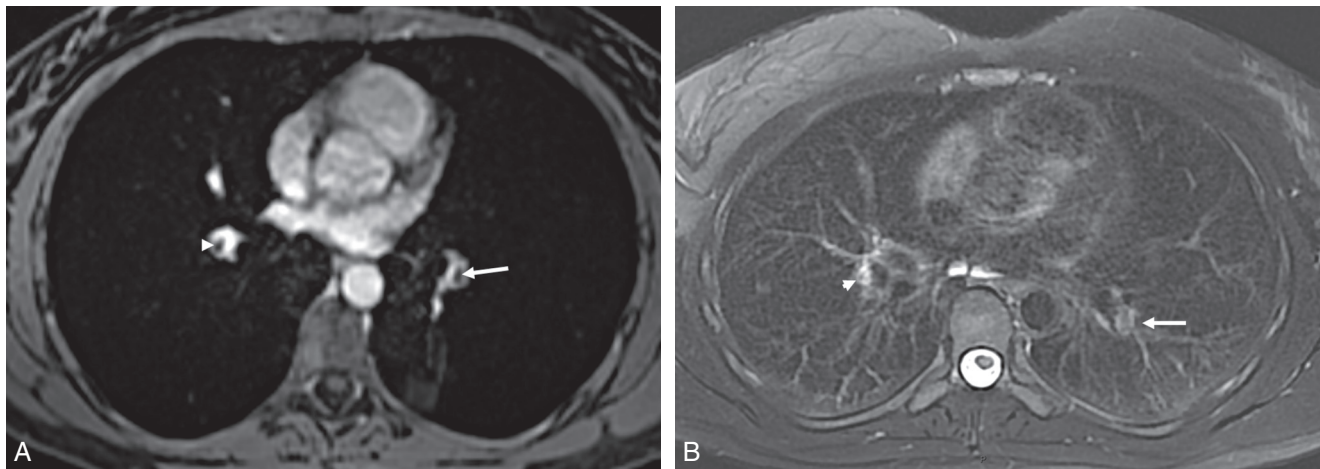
Embolie pulmonaire visualisée en IRM chez une patiente âgée de 33 ans. a. Coupe axiale transverse de 2 mm d'épaisseur en séquence T1 écho de gradient après injection de produit de contraste montrant la présence d'une lacune hypo-intense cernée par le sang rehaussé par l'injection de produit de contraste à base de gadolinium au niveau des branches artérielles pulmonaires destinées aux deux lobes inférieurs. b. Coupe axiale transverse en séquence T2 propeller avec suppression de la graisse et asservissement respiratoire montrant une lacune dans chacune des deux branches artérielles destinées aux lobes inférieurs (flèche). Source : Dr A. Khalil, hôpital Tenon, Paris.
